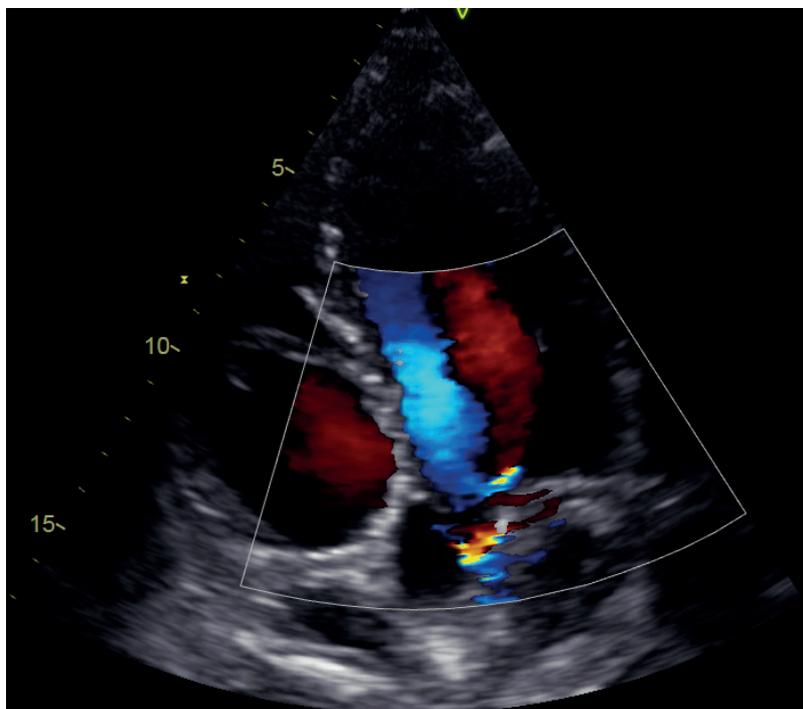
Ecocardiograma transtorácico ventana apical de 5 cámaras que evidencia reflujó aórtico compatible con insuficiencia aórtica moderada
